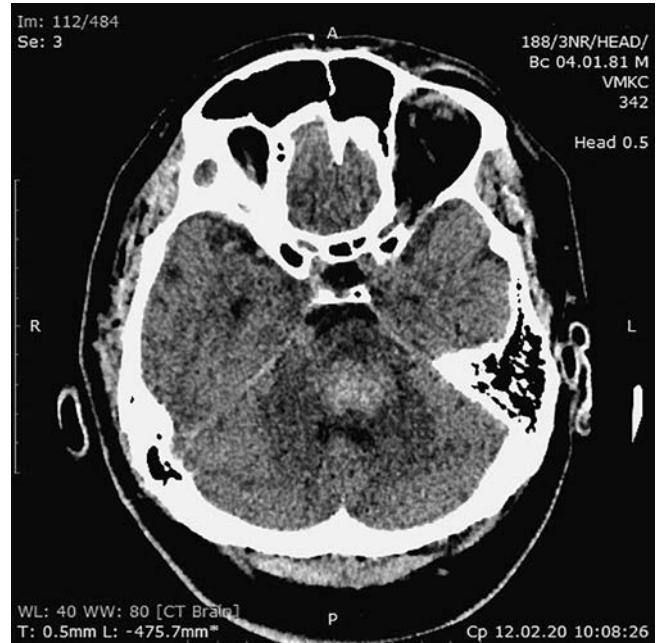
СКТ головного мозку хворого К. в динаміці на 8-у добу
